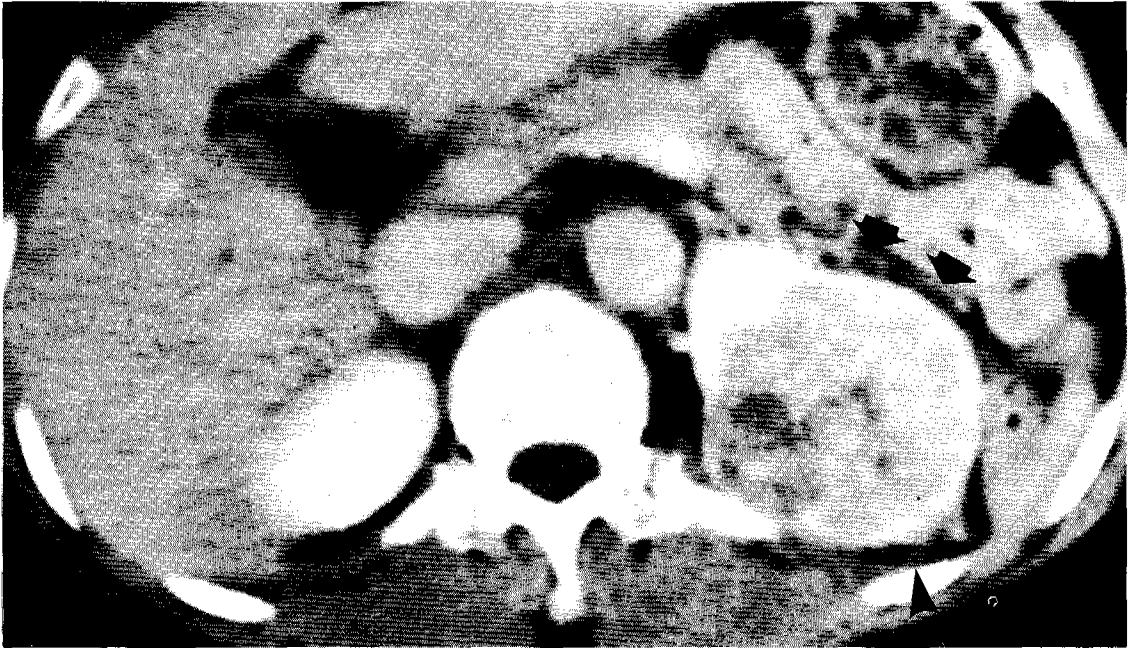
Stage I renal cell carcinoma. CT scan shows about 7cm sized round low density mass in upper pole of left kidney. Thickening of Gerota's fascia in anterior portion(arrows) and strands in perirenal fat tissue (arrowhead) are noted. But pathologic review reveals no demonstrable tumor invasion in perirenal fat tissue.
